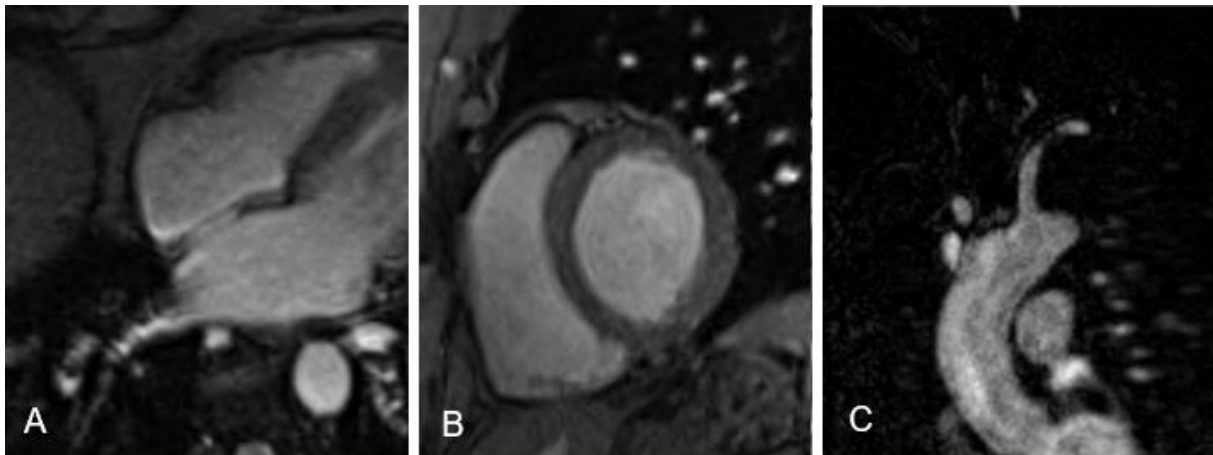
Normalbefunde der kardiovaskulären MRT: A) Vierkammerblick, CINE-SSFP-Sequenz; B) basale Kurze-Achse, CINE-SSFP-Sequenz; C) Aortenbogen, sagittale Achse, TWIST-Aufnahme.
